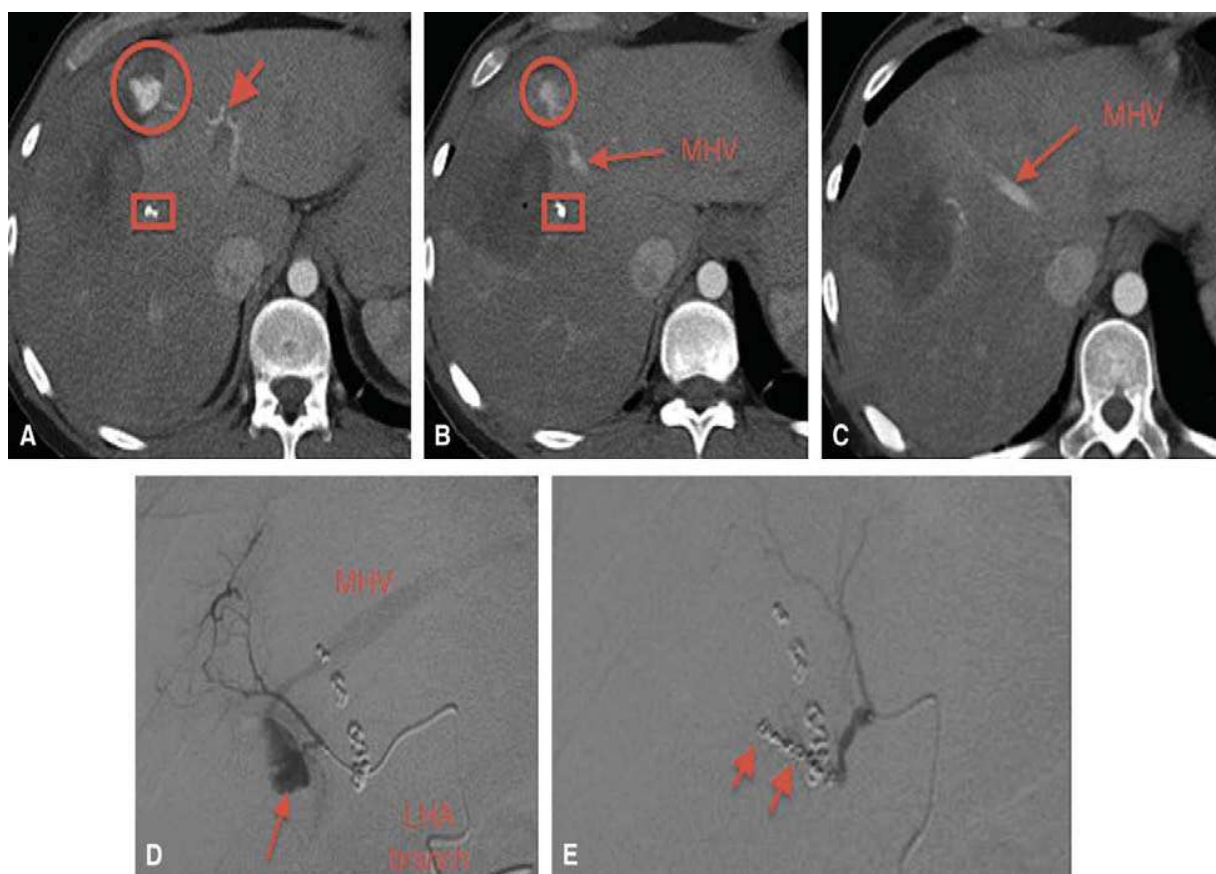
Delayed traumatic hepatic arteriovenous (AV) fistula. (AeC) Selected computed tomographic angiogram images, demonstrating a left hepatic arterial (LHA) (short arrow) branch pseudoaneurysm (circles) with an associated AV fistula as the middle hepatic vein (MHV) fills in the arterial phase. Previous coils (rectangles) within the branch of the right hepatic artery related to previous embolization. (D) Digital subtraction angiography image, demonstrating the pseudoaneurysm (arrow) and the AV fistula. (E) Successful coil embolization (arrows) of the branch of the LHA feeding the pseudoaneurysm AV fistula.
